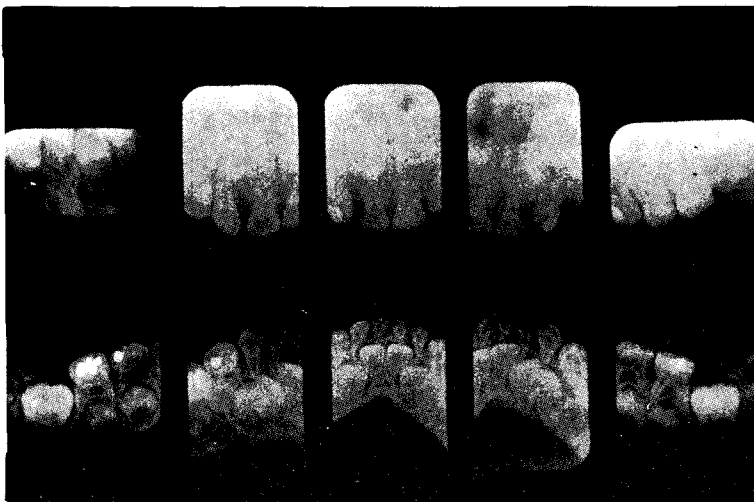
Full mouth periapical radiographs
